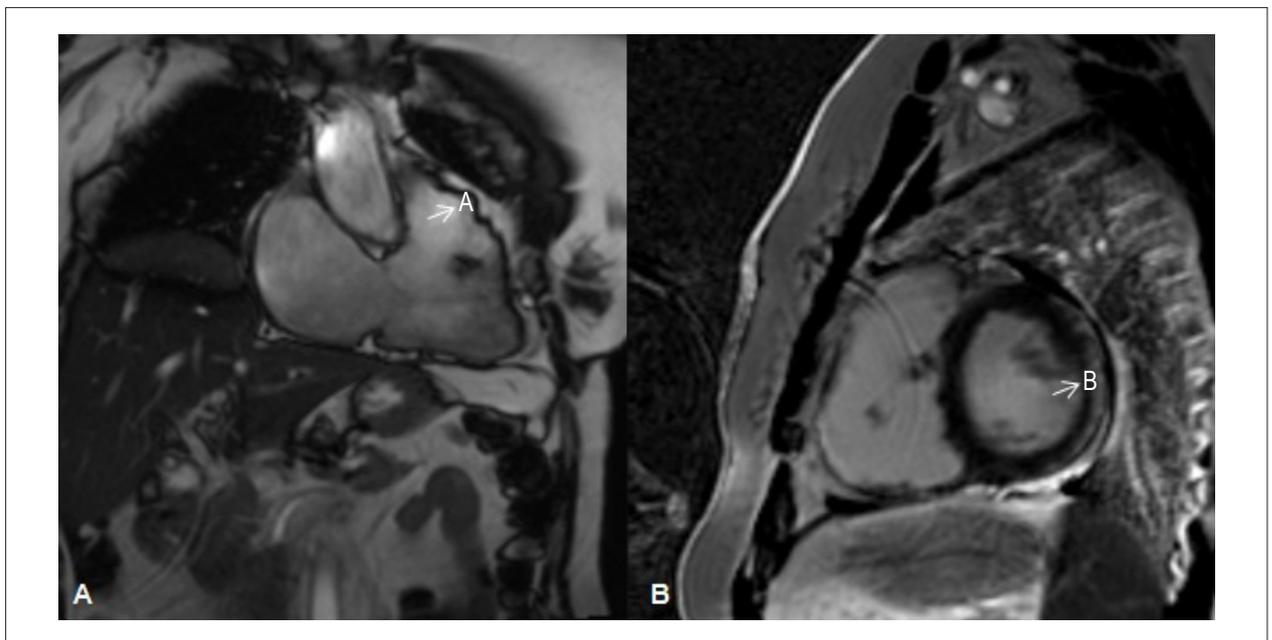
A) A imagiologia por cinerressonância magnética de precessão livre em estado de equilíbrio (visão do eixo longo do VD) indicou discinesia regional do VD (setas) no final da sístole. B) Imagiologia da RMC obtida 10 min. após a injeção de gadolínio (0,1 mM). Observe a dilatação tardia subepicárdica na parede lateral do VE (setas) próxima a uma pequena área da dilatação tardia no VD.
